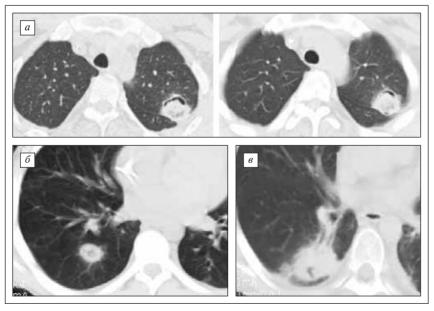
Инвазивный аспергиллез. Компьютерные томограммы. а— аспергиллема (больной Г., лимфома Ходжкина); б, в— аспергиллемы, симптом «ореола» (б: больной К., НХЛ; в: больной В., НХЛ)
